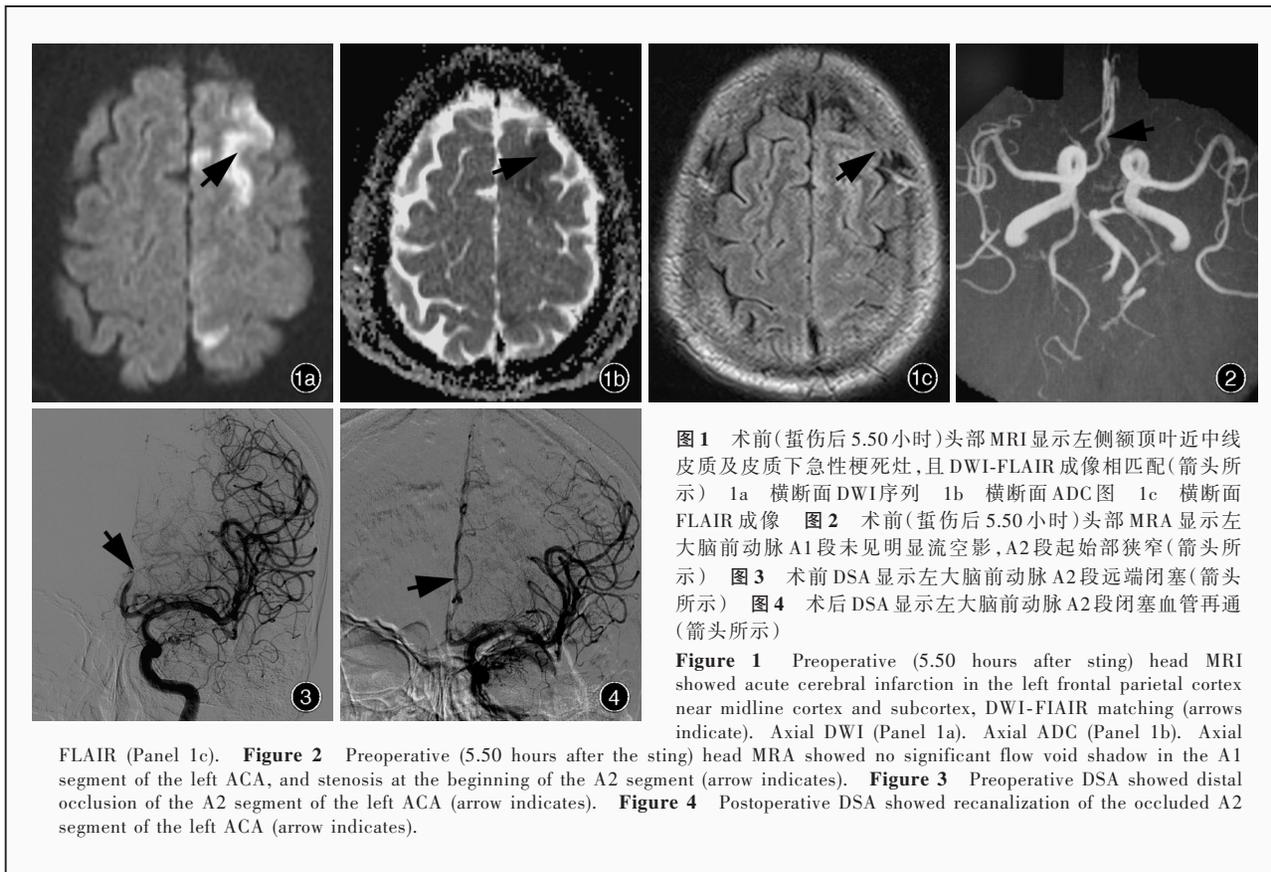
术前(蜇伤后 5.50 小时)头部 MRI 显示左侧额顶叶近中线皮质及皮质下急性梗死灶,且 DWI-FLAIR 成像相匹配(箭头所示) 1a 横断面 DWI 序列 1b 横断面 ADC 图 1c 横断面 FLAIR 成像 图 2 术前(蜇伤后 5.50 小时)头部 MRA 显示左大脑前动脉 A1 段未见明显流空影, A2 段起始部狭窄(箭头所示) 图 3 术前 DSA 显示左大脑前动脉 A2 段远端闭塞(箭头所示) 图 4 术后 DSA 显示左大脑前动脉 A2 段闭塞血管再通(箭头所示)
